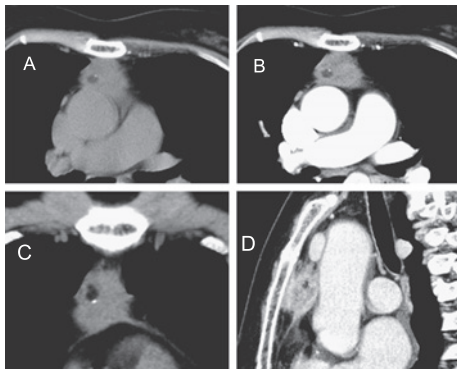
Chest CT showed a spiculated mass in the anterior mediastinum with a calcification and a low density area suggesting a fatty tissue (A). Contrast-enhanced CT demonstrated the mass with heterogeneous enhancement (B). The mass was suspected of invading the pericardium, the sternum, the innominate vein and the ascending aorta on the coronal (C) and sagittal (D) MPR images.
